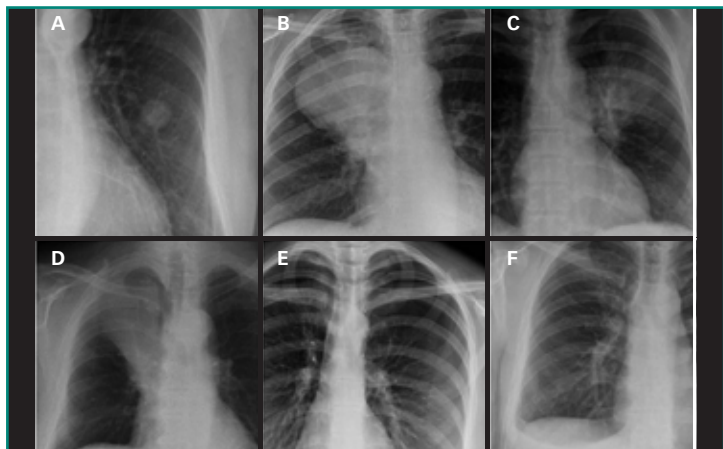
Algunos de los hallazgos encontrados en radiografía de tórax y su terminología. A: Nódulo. B: Masa. C: Consolidación. D: Atelectasia. E: Neumotórax. F: Derrame pleural.
